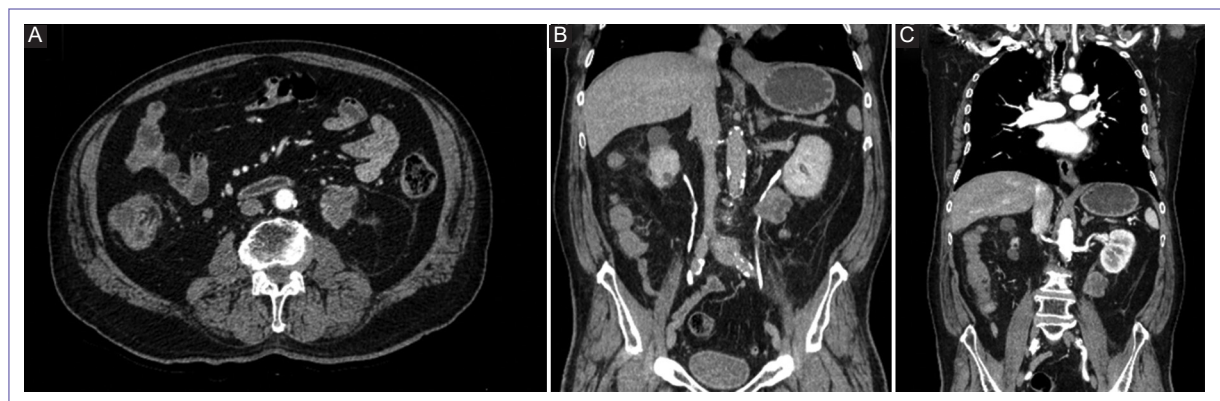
A: tomografía axial de abdomen en fase contrastada con presencia de tumor retroperitoneo con afectación de uréter izquierdo. B y C: imágenes coronales por tomografía abdominal contrastada donde se evidencia tumor en retroperitoneo con afectación de uréter izquierdo hacia pelvis renal izquierda.
